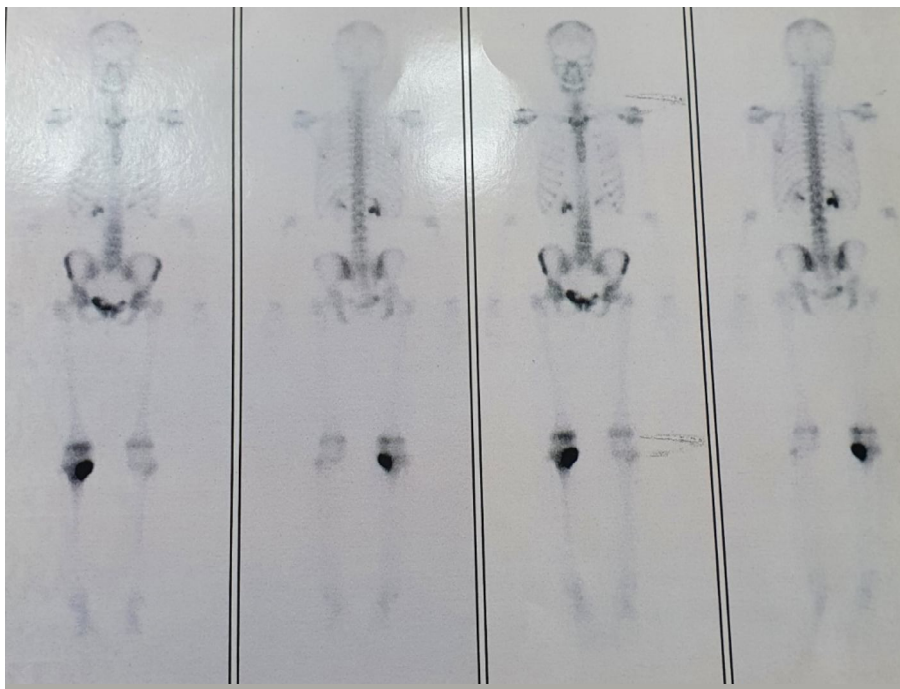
scintigraphie osseuse objectivant une hyperfixation plateau tibial interne droit.
